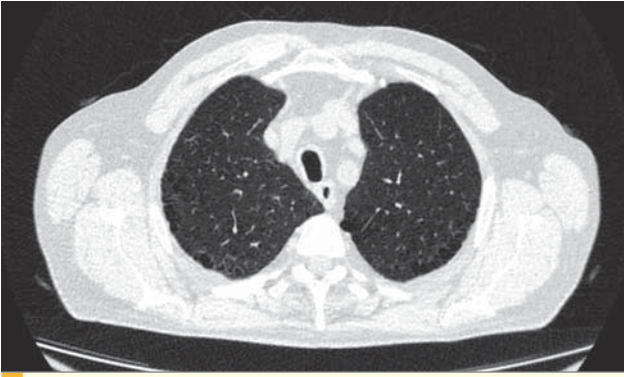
Компьютерная томограмма органов грудной клетки пациента с парасептальной эмфиземой и блябсами.
